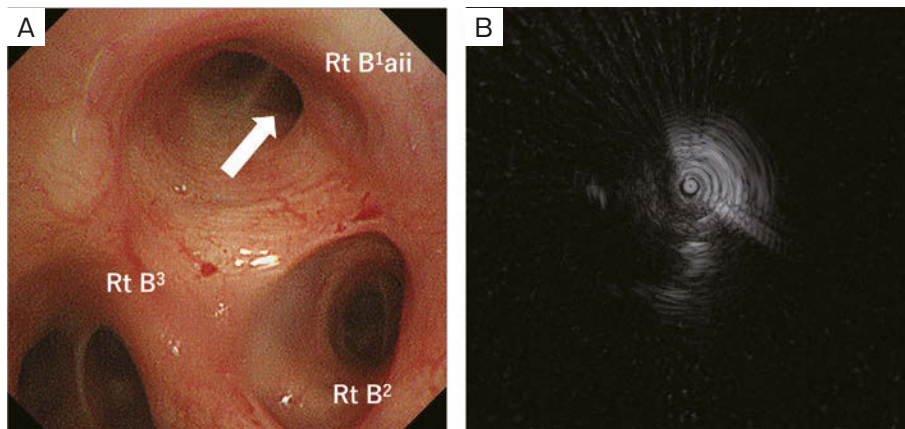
Endobronchial ultrasonography with a guide-sheath (EBUS-GS). (A) EBUS image through the right B¹aii from within the lesion (arrow). Rt: right. (B) EBUS image: this was the finding adjacent to the lesion.
